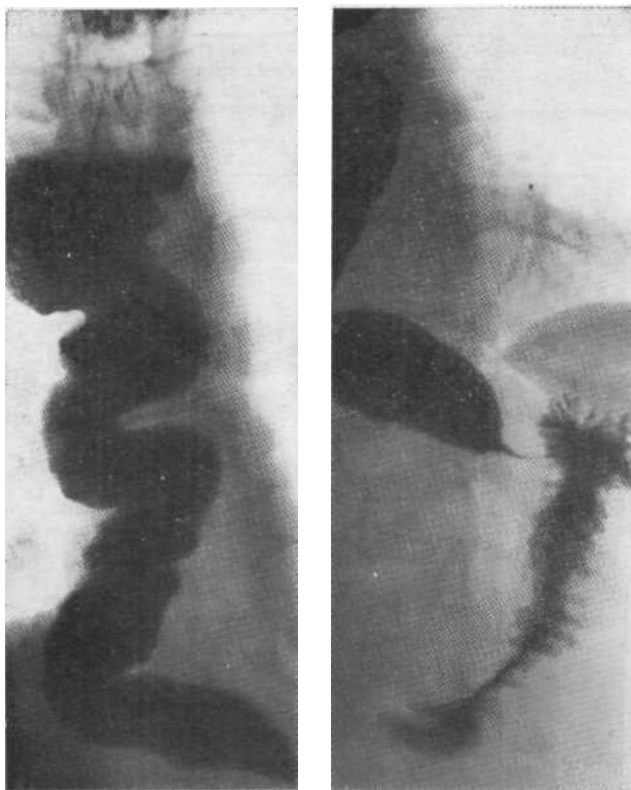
Рентгенограмма пищевода. Расширение и деформация пищевода при длительной ахалазии пищеводно-желудочного перехода.
